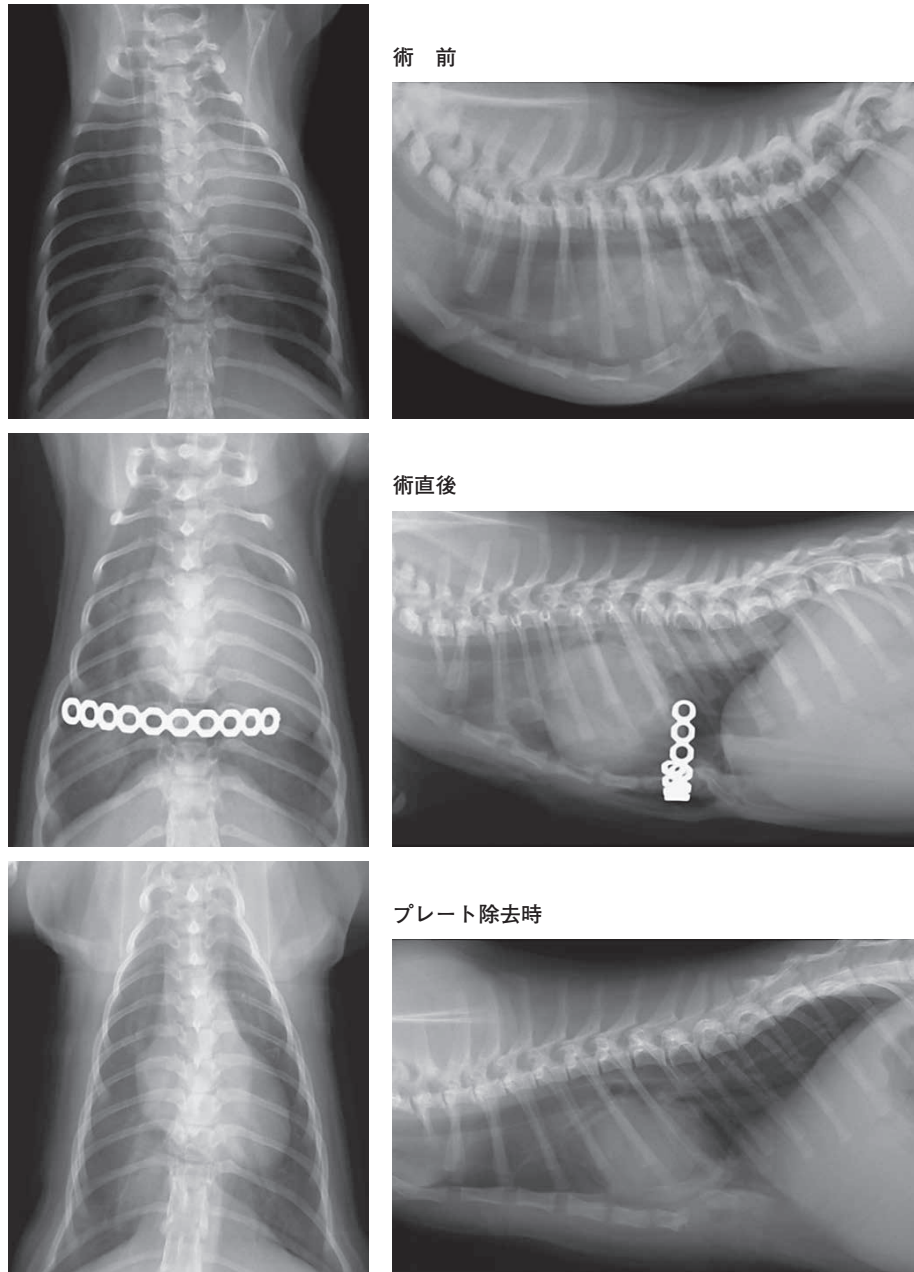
症例5の術前，術直後，プレート除去時におけるX線の比較
